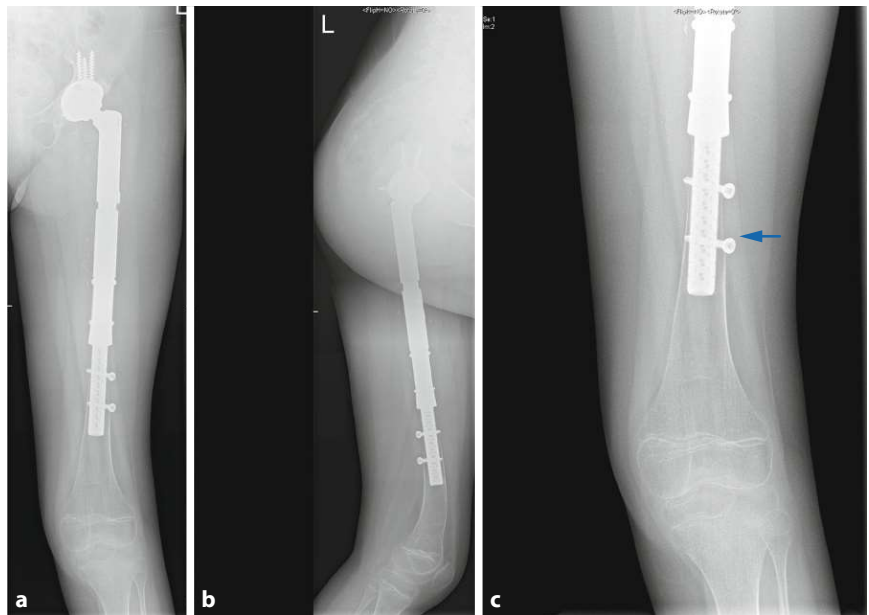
▲ Postoperatives Röntgenbild in 2 Ebenen (a a.-p., b lateral) mit einer Wachstums-Tumorprothese im Bereich des Femurs mit Hohlschaft. Z. n. sekundärem Einsetzen einer Hüftpfanne mit makroporöser Oberfläche zur Stabilisierung einer chronischen Subluxation und einer progredienten Beinlängendifferenz. Im distalen Knochenrest (c) des Femurs „stress-shielding“ im Sinne eines Verlusts der periprothetischen Knochendichte (Pfeil)
